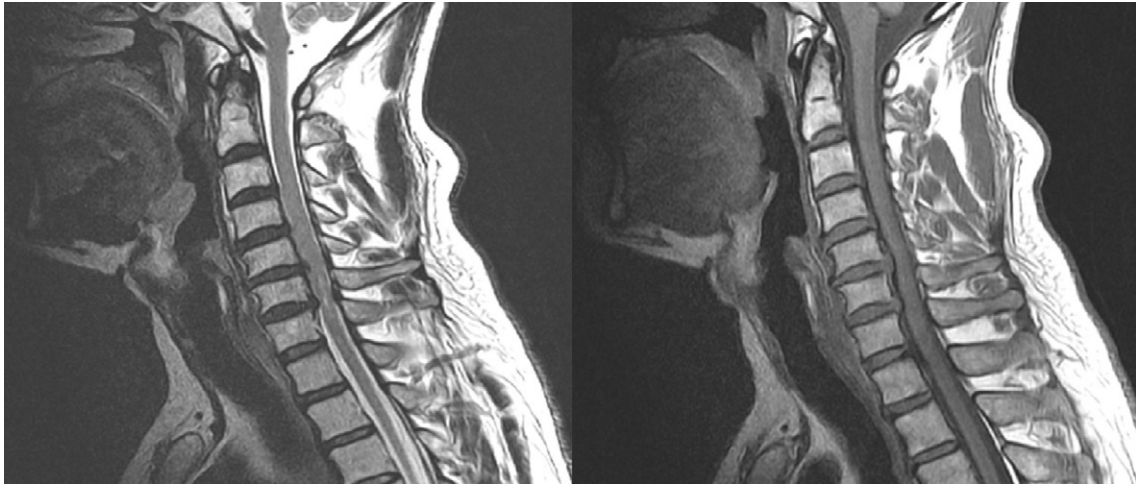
Cervical magnetic resonance T1 and T2 weighted images.
